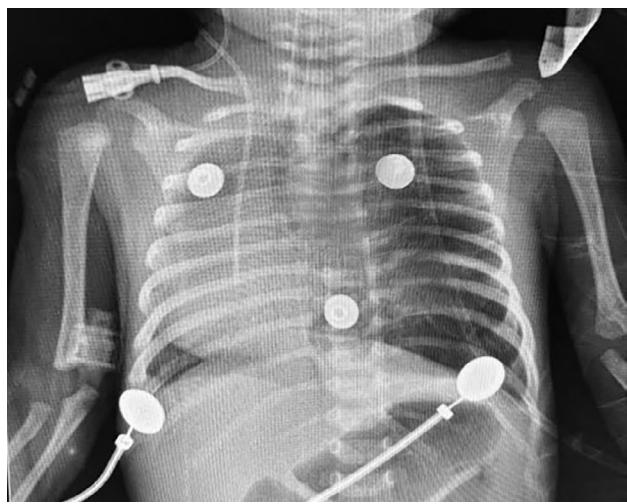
Radiografía de tórax: se observan tejidos blandos y óseos sin alteraciones, con la presencia de desviación mediastinal y atelectasia pasiva de localización derechas, además de sobredistensión pulmonar, con disminución de la vasculatura broncovascular de localización izquierda.
